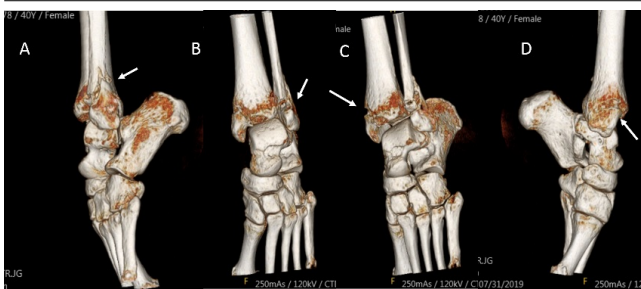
Imágenes de tomografía computarizada en 3D, mostrando equino extremo y áreas de lesión. (A, B, C, y D).
